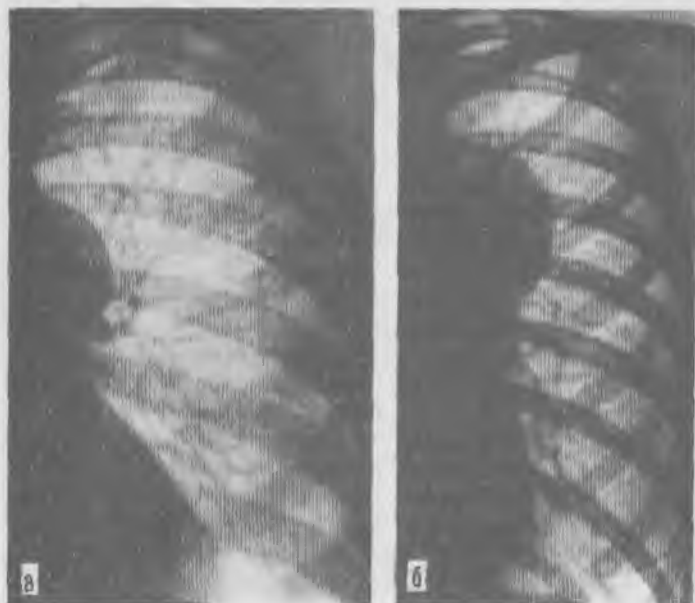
Рентгенограммы легких с тенеобразованиями средостения. а — невринома средостения; б — лимфогранулематоз.
